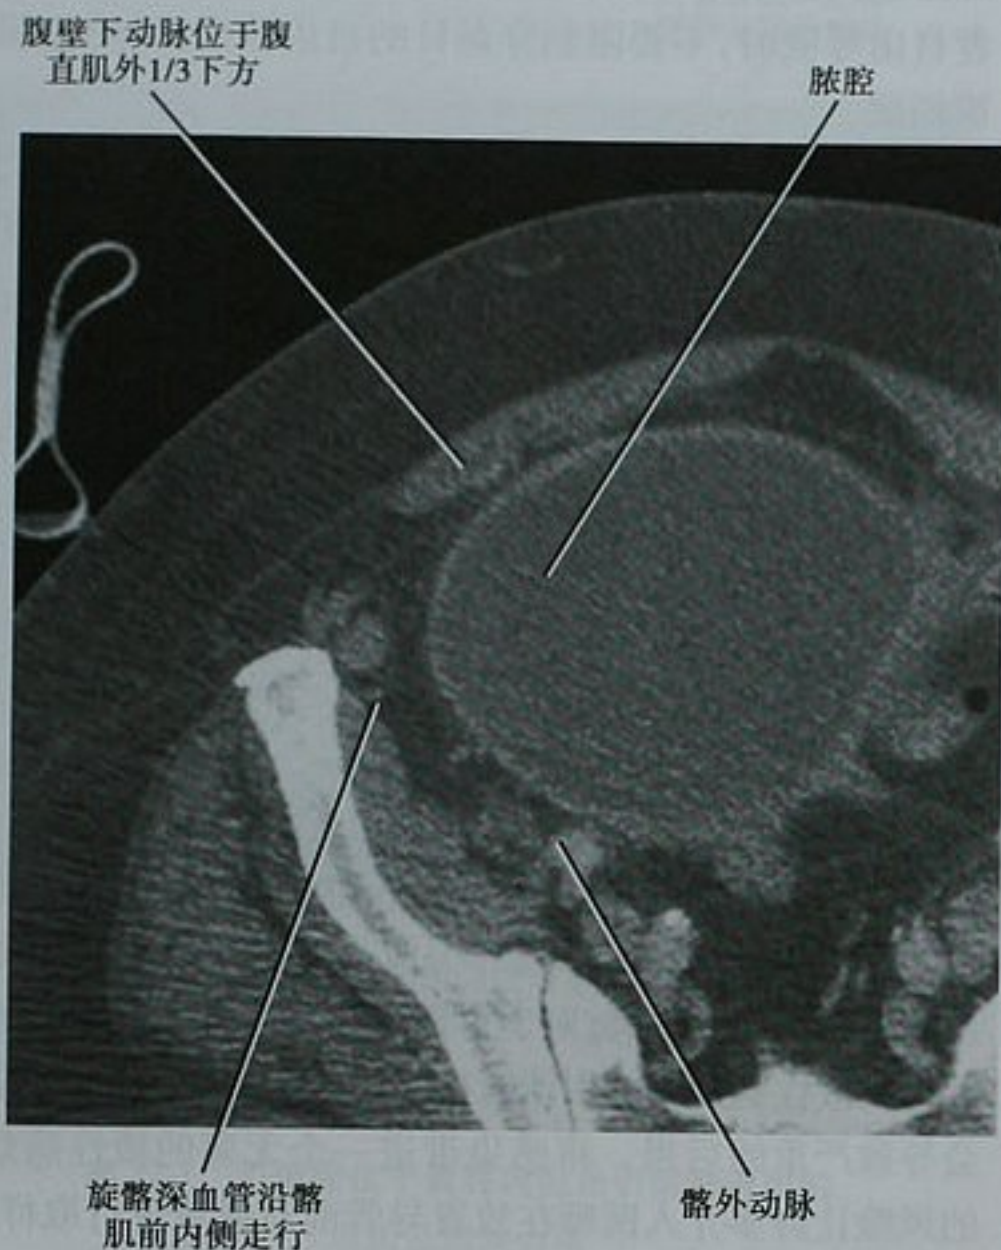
脓肿患者,盆腔平扫 CT 横断面图像显示一些需要避开的重要血管位置
